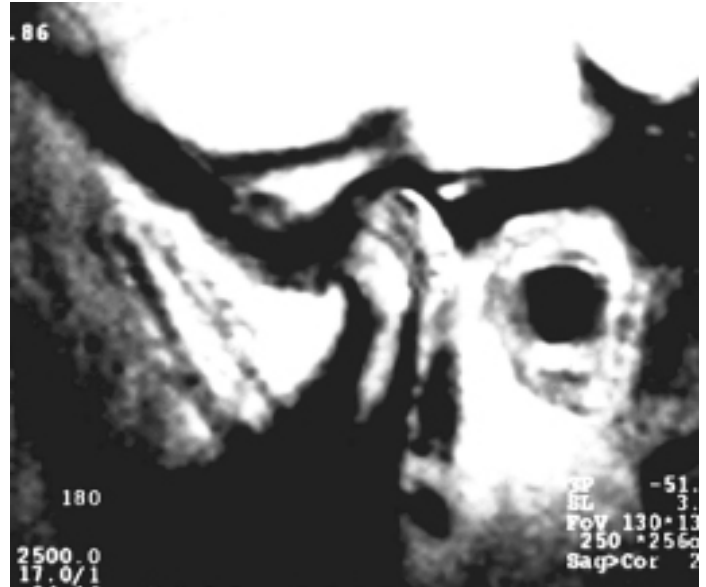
Imagem por ressonância nuclear magnética após o tratamento.(ATM direita boca aberta).
